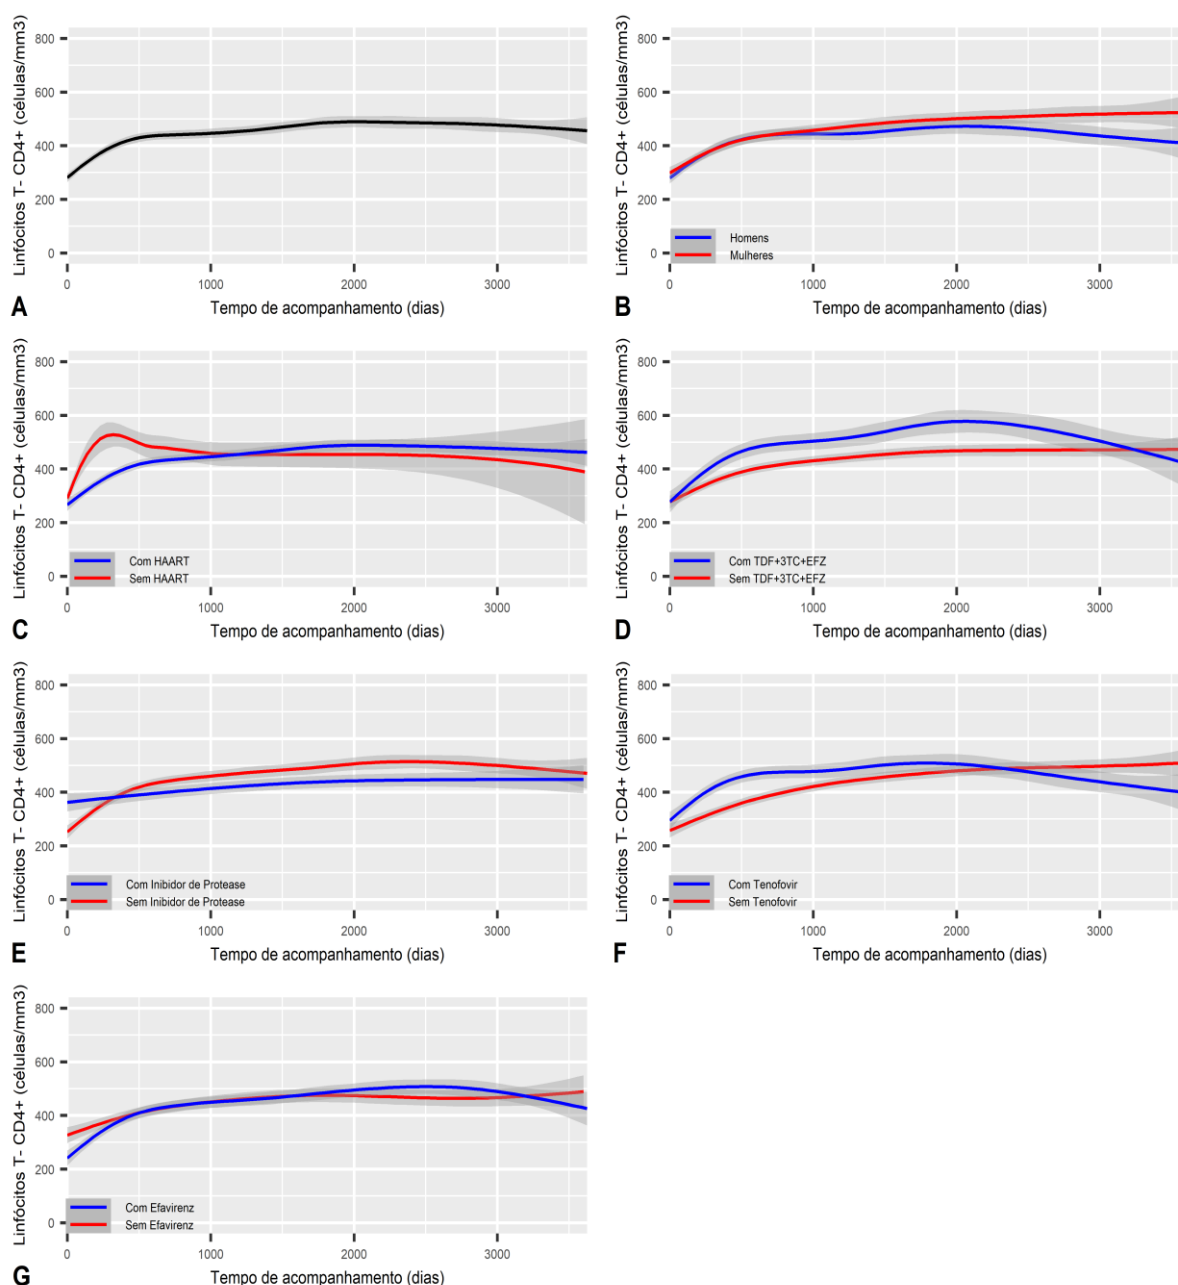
Análise da contribuição de variáveis clínicas e epidemiológicas sobre a contagem média de linfócitos T-CD4⁺ (células/mm³) ao longo de até 3.651 dias de acompanhamento. (A) Dinâmica de CD4⁺ ao longo do tempo de acompanhamento (n=291). A contagem média de CD4⁺ foi agrupada por (B) Sexo (Homens n=165/Mulheres n=126), uso de (C) TDF+3TC+EFZ (Com n=101/Sem n=190); (D) Inibidores de Protease (Com n=74/Sem n=217); (E) Tenofovir (Com n=206/Sem n=85) e (F) Efavirenz
